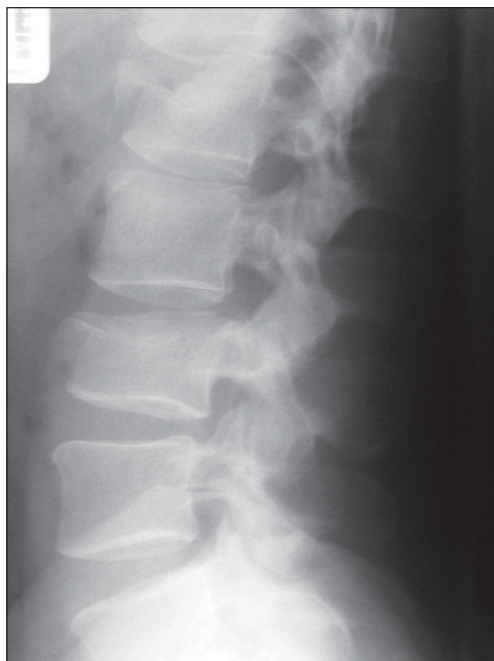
A: Radiografía AP y B: lateral fractura A1 L1 y A3 L3.
